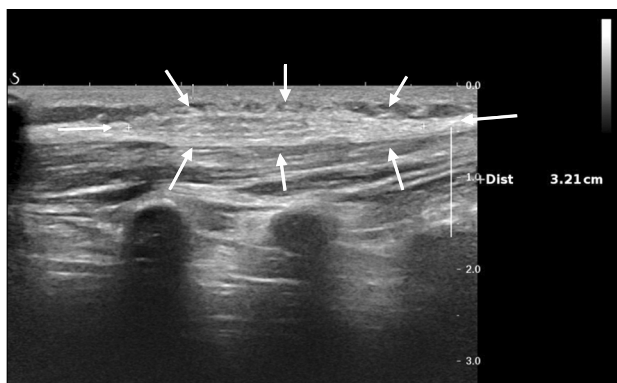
Ultrasound finding of lesion (arrows).
